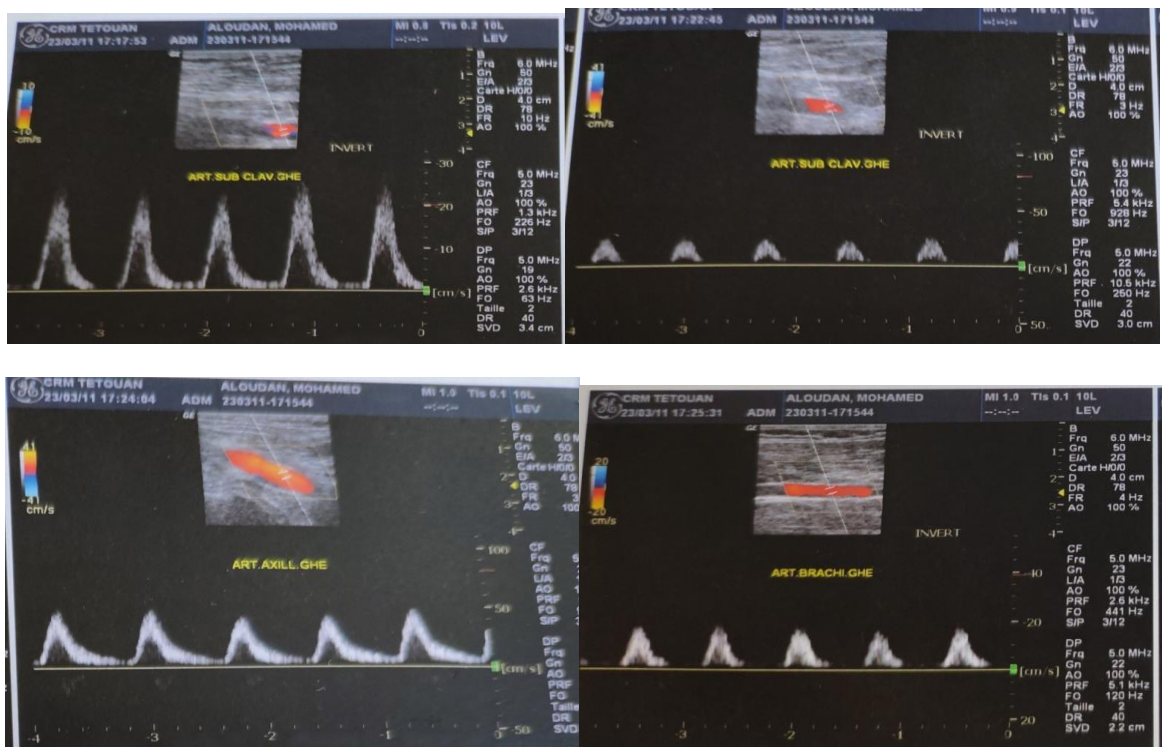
Echographie doppler du membre supérieur gauche montrant un flux artériel amorti, avec diminution des vitesses systoliques et une disparition des vitesses diastoliques.
